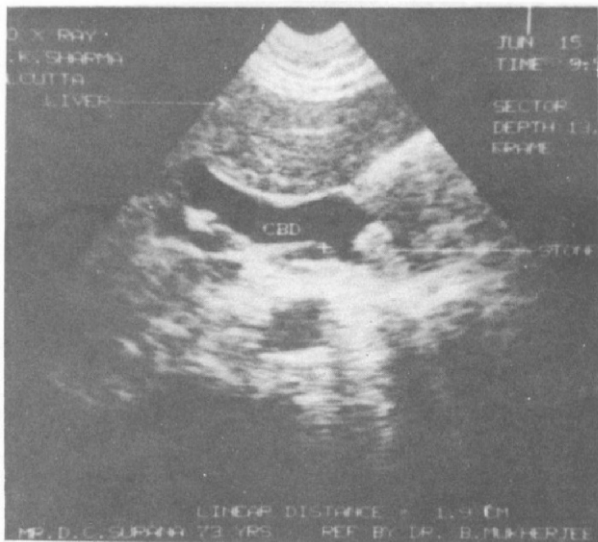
Ultrasonography showing a big stone at the distal end of the common bile duct which is dilated.
